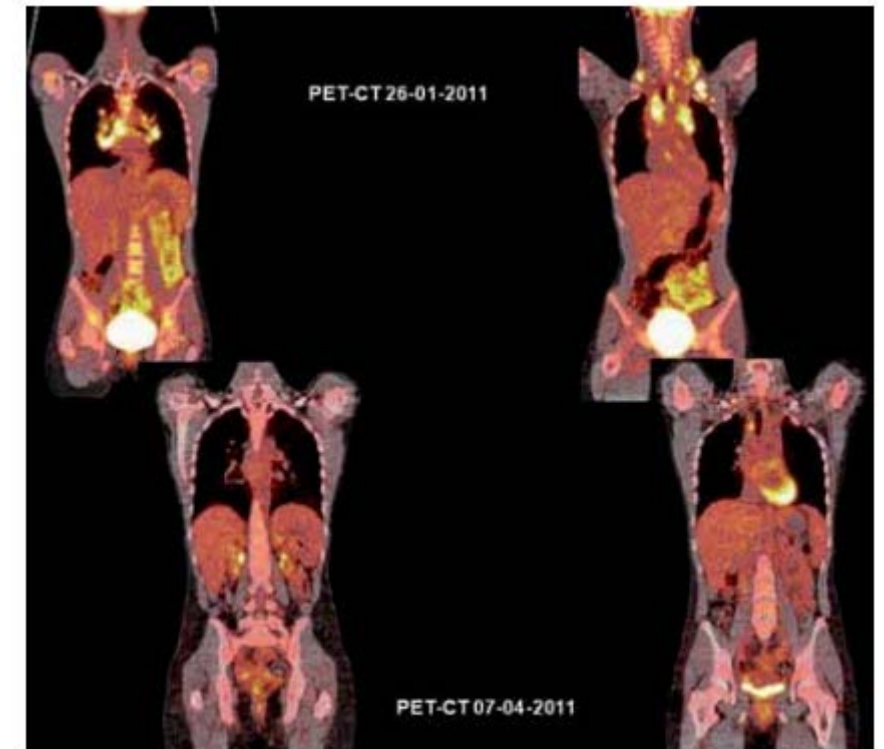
Linfoma de Hodgkin estadio II. Afectación supraclavicular bilateral, intraclavicular izquierda y mediastínica. PET-CT antes y después de 2 ciclos de quimioterapia. Persiste actividad paratraqueal y supraclavicular derechas. No se pudo obviar la radioterapia. Obsérvese la captación fisiológica en médula ósea, tubo digestivo, pelvis renales y vejiga. La captación miocárdica es variable, depende de la dieta y del tono adrenérgico, entre otros factores.
